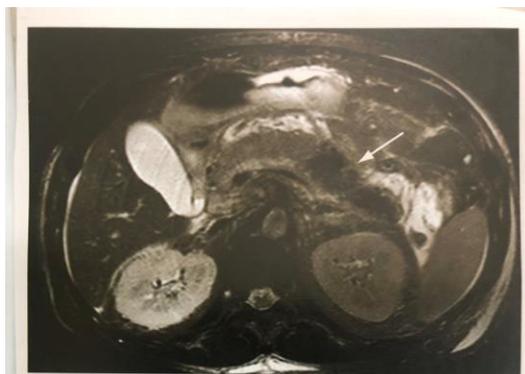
МРТ. В хвосте поджелудочной железы определяется зона гипоинтенсивного MR – сигнала (стрелка) соответствующая секвестру поджелудочной железы
